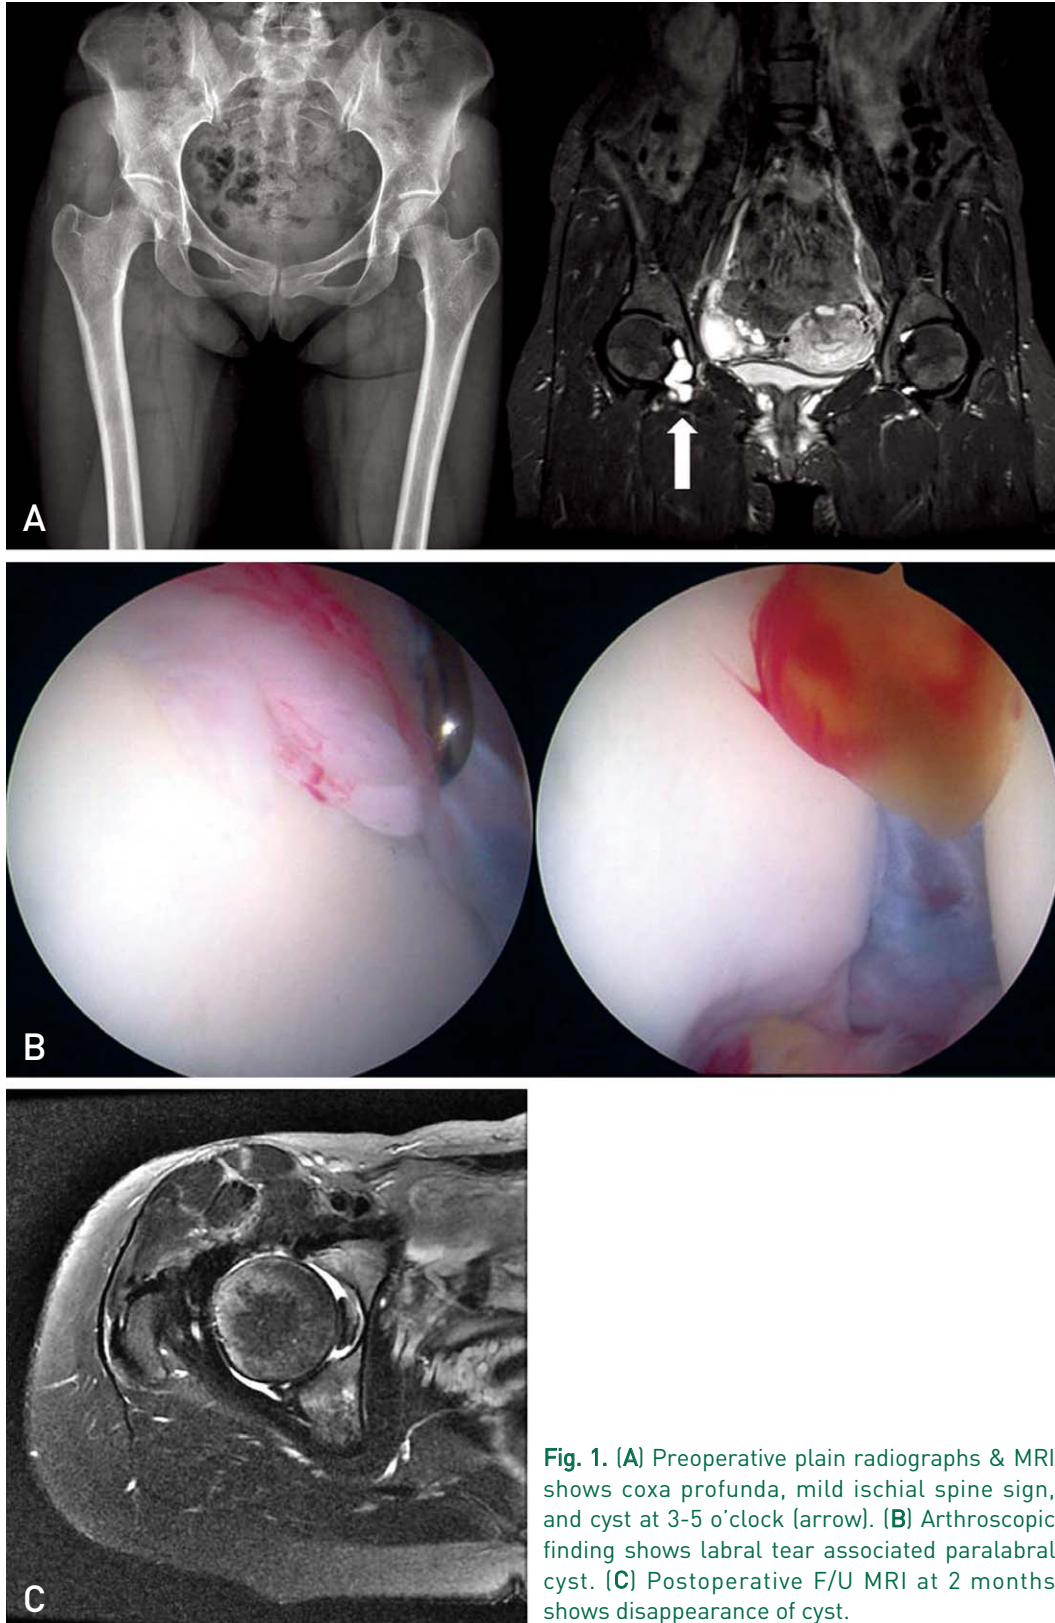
(A) Preoperative plain radiographs & MRI shows coxa profunda, mild ischial spine sign, and cyst at 3-5 o'clock (arrow). (B) Arthroscopic finding shows labral tear associated paralabral cyst. (C) Postoperative F/U MRI at 2 months shows disappearance of cyst.
